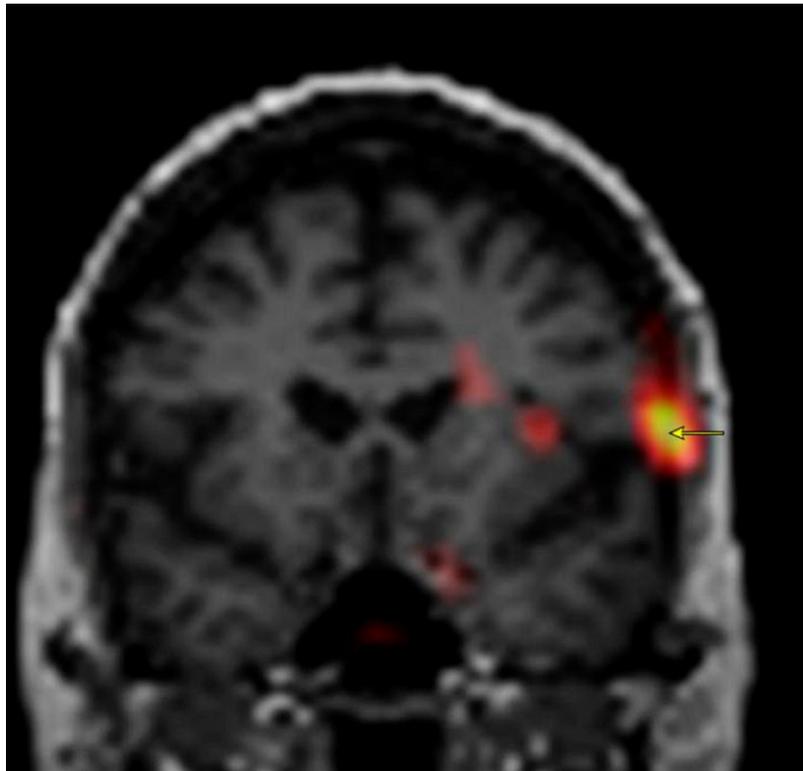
Figura #9: Imagen obtenida a través de una técnica de imagen de fusión (RMN-Ictal SPECT). La flecha amarilla señala en este caso la región anatómica responsable de la aparición de crisis epilépticas, y por ello la diana quirúrgica. *Sulc et Al. (2014). Statistical SPECT processing in MRI-negative epilepsy surgery. Neurology, 82(11), p. 932.*
